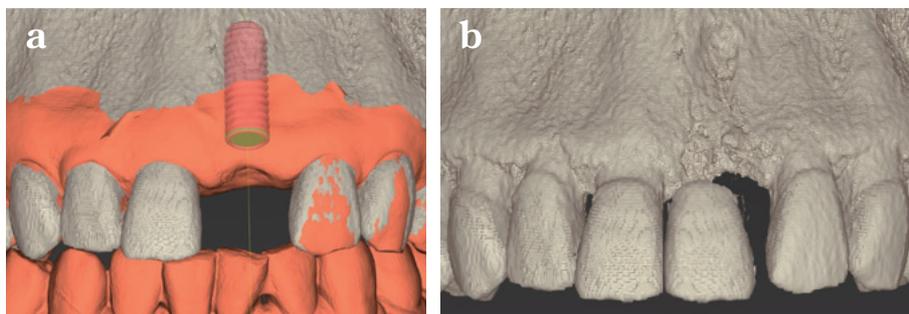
CAD設計とCTによるデータの重ね合わせ画像
